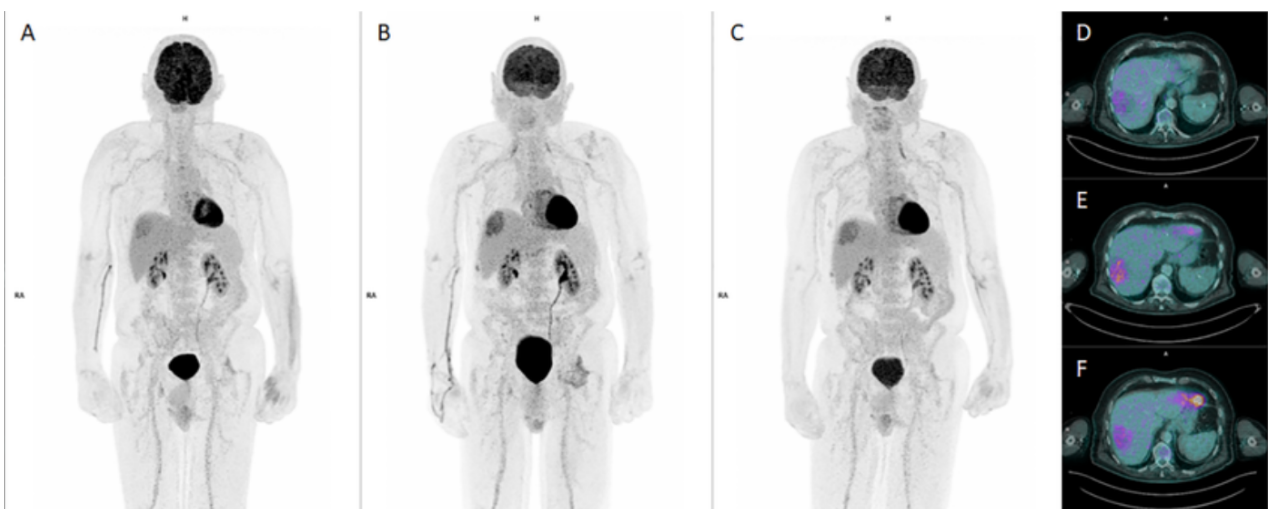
Ejemplo de pseudoprogresión en un paciente con inmunoterapia. (A) PET-TC basal. (B) A los 3 meses, aparece una nueva lesión hipermetabólica en el hígado (flecha), lo que mimetiza una progresión de la enfermedad. (C) Tras continuar con la terapia, un estudio de seguimiento muestra la resolución completa de la lesión, confirmando que se trataba de una respuesta inflamatoria transitoria (pseudoprogresión) y no de una progresión tumoral real. Fuente: ResearchGate (2023).
